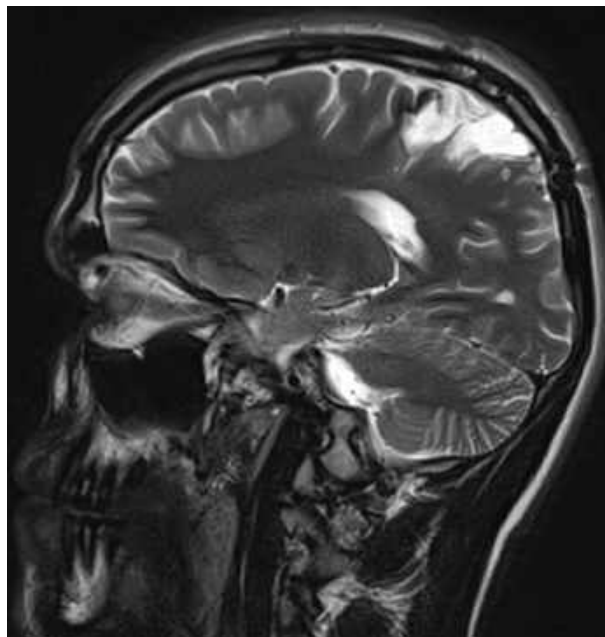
МРТ головного мозку (T2 33, сагітальний зріз) після видалення каверноми (спостереження №40, хворий Б-к, історія хвороби №877).
